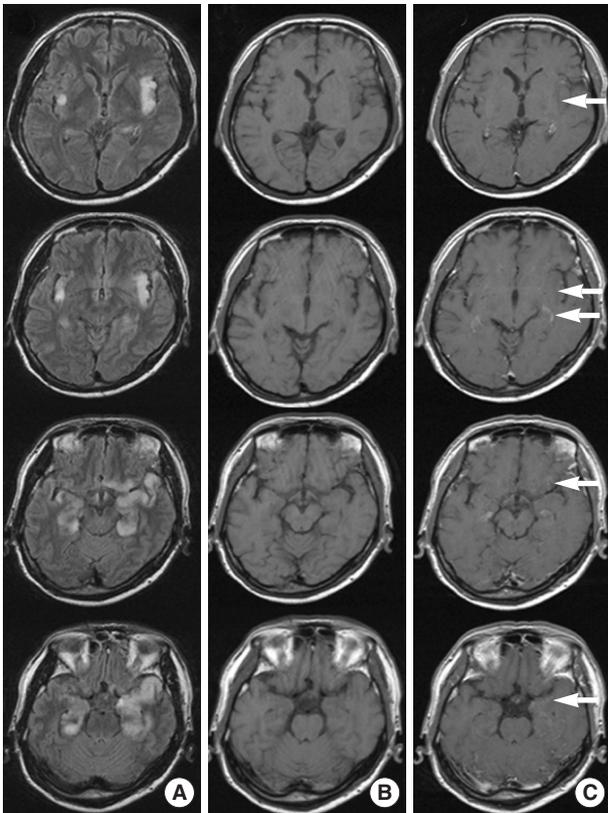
Brain MRI of the patient. Axial slices of Fluid-Attenuated Inversion Recovery (FLAIR) (A), T1 wighted (B), and T1 weighted gadolinium enhanced images (C) of the patient show high singal intensities in the bilateral medial temporal, insular, and left basal forebrain with leptomeningeal enhancement (arrows).
